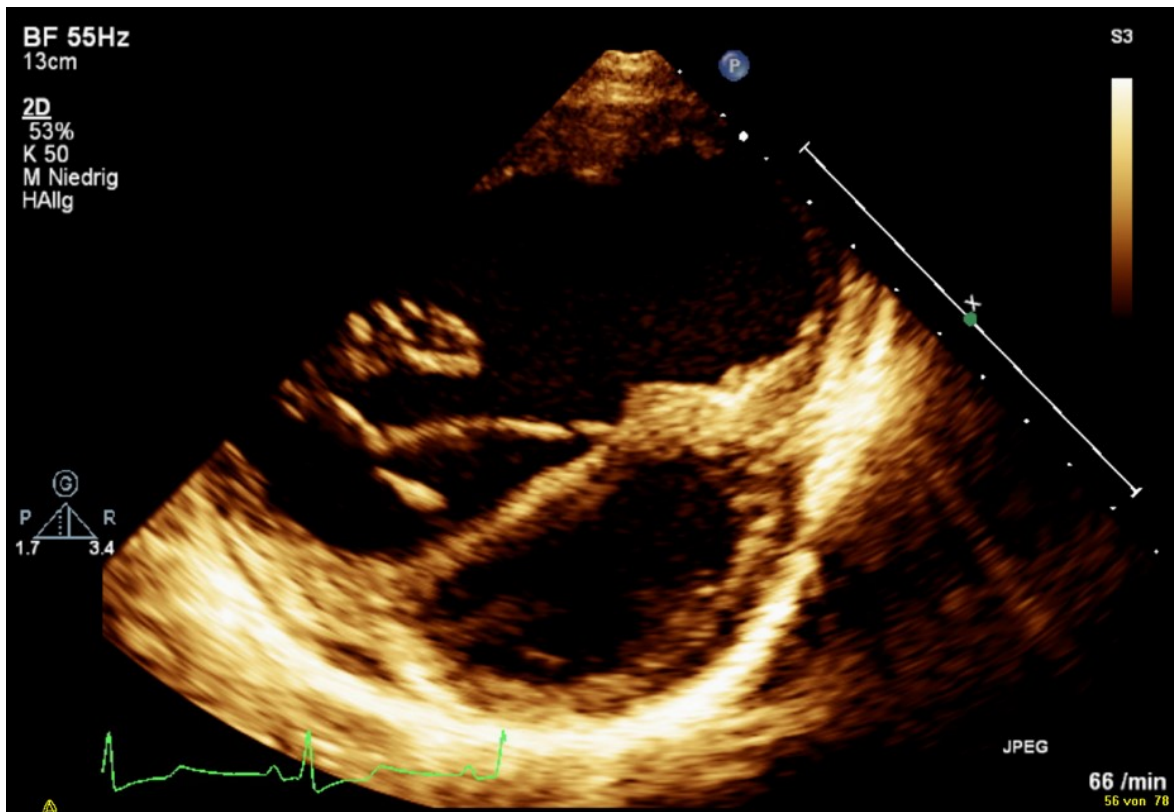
„D-Zeichen“ in der parasternal kurzen Achse. Durch die Verschiebung des Septums ist der linke Ventrikel deutlich abgeflacht und der rechte Ventrikel vergrößert (zur Verfügung gestellt von Prof. Köstenberger)
